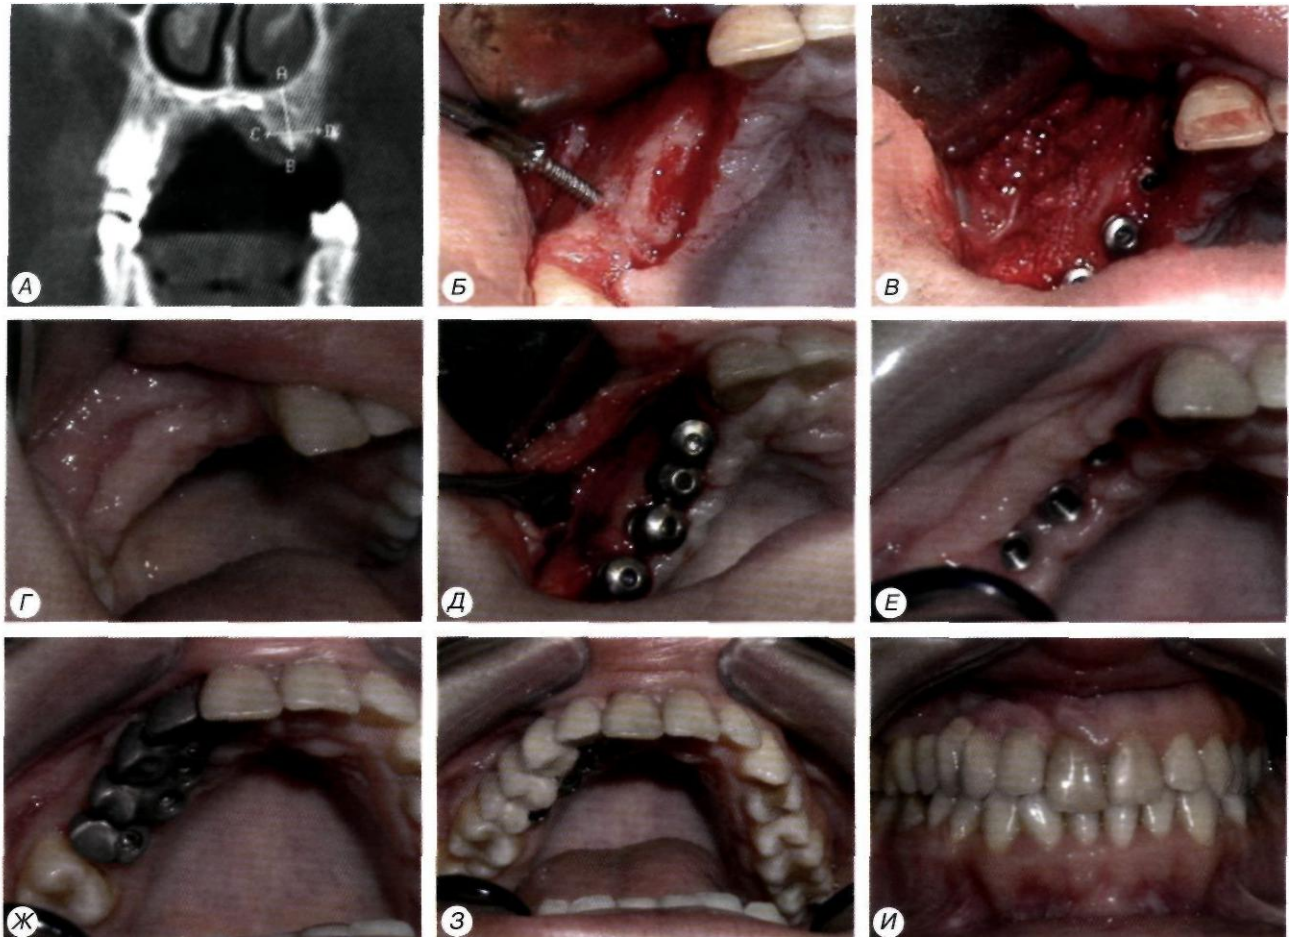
Протезирование при посттравматической деформации альвеолярного отростка верхней челюсти: А — компьютерная томография на уровне 14-15 зубов. Состояние после костной пластики посттравматического дефекта верхней челюсти в данной зоне. Имеет место смещение оси альвеолярного отростка верхней челюсти по отношению к нижней; Б — удаление винта, которым был зафиксирован аутотрансплантат кости; В — состояние после установки четырех имплантатов; Г — состояние через 3 мес. после имплантации; Д — состояние во время второго этапа имплантации; Е — состояние после выкручивания формирователей десневых манжеток; Ж — примерка цельнолитого каркаса протеза. Видно вестибулярное смещение искусственных зубов; З — фиксированный при помощи винтов протез 15, 14, 13 и 12 зубов; И — состояние центральной окклюзии
